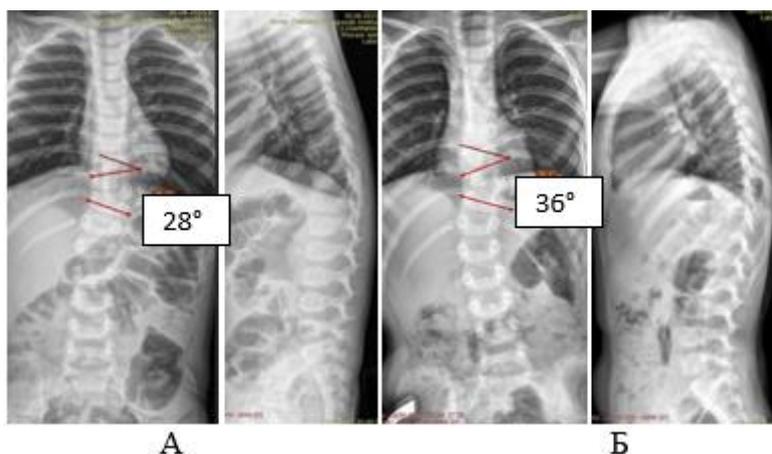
Рентгенограммы пациента в прямой и боковой проекции с прогрессирующей деформацией позвоночника: А – 2 года, МСК, Б – 3 года, повторная явка
